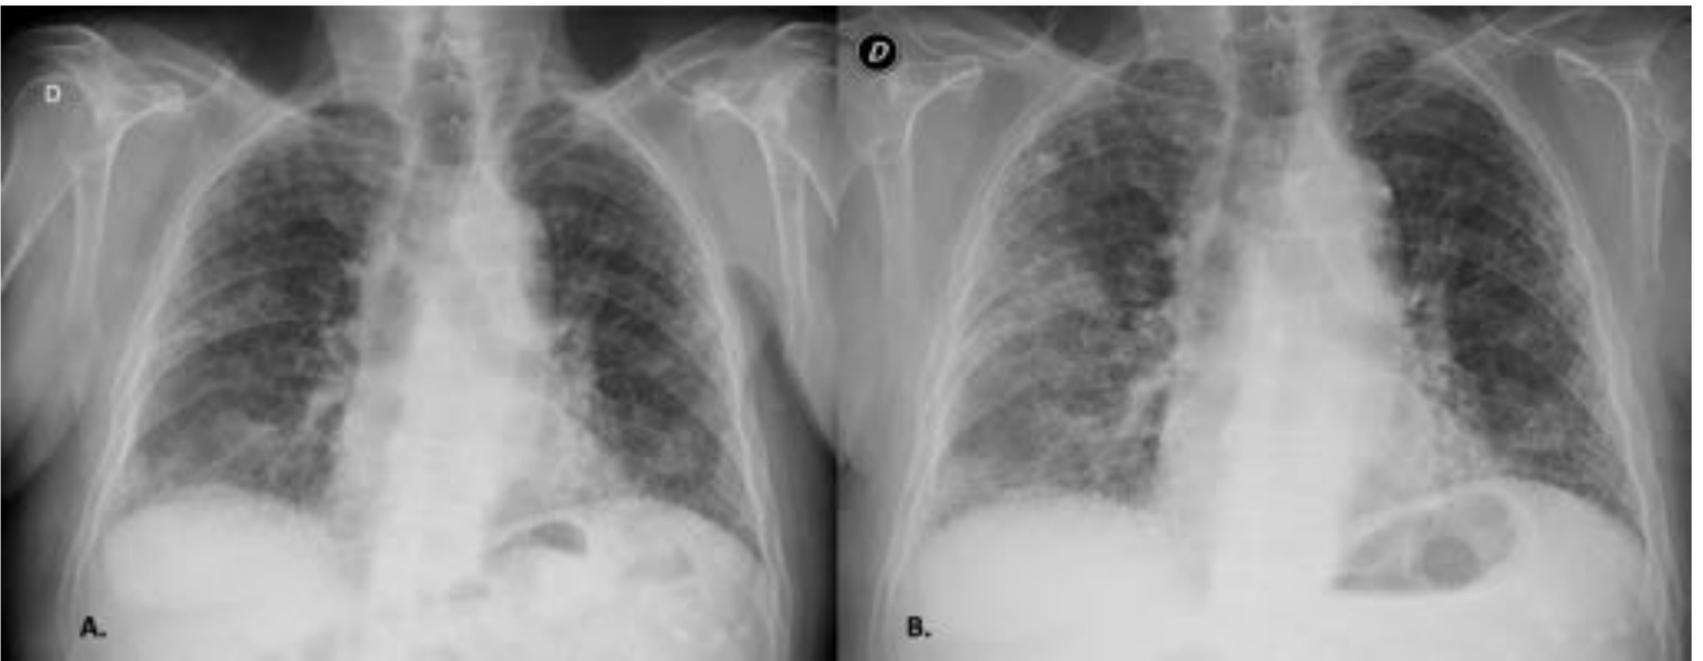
Radiografías de tórax del mismo paciente con un mes de diferencia. Varón de 77 años con diagnóstico de FPI que presenta un aumento agudo de la disnea. En la imagen A, se visualiza un evidente infiltrado intersticial de tipo reticular, de predominio basal y periférico y pérdida de volumen pulmonar. En la radiografía posterior (B) al ingreso, aparición de opacidades en vidrio deslustrado/consolidaciones en campo basal/medio de predominio derecho.
